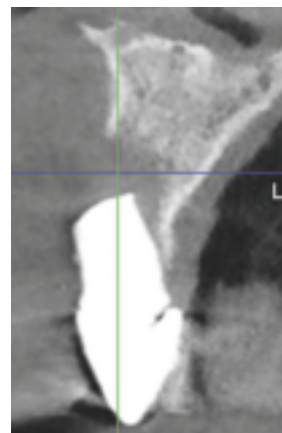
Scanner Cone-Beam (Vatech Green) - janvier 2016. Noter le volume osseux obtenu, 3,9 mm. Lors du scanner un écarteur photographique a été placé en bouche afin d'éviter la superposition des lèvres et des tissus mous. L'épaisseur de ces derniers a pu être ainsi mesurée¹¹.
